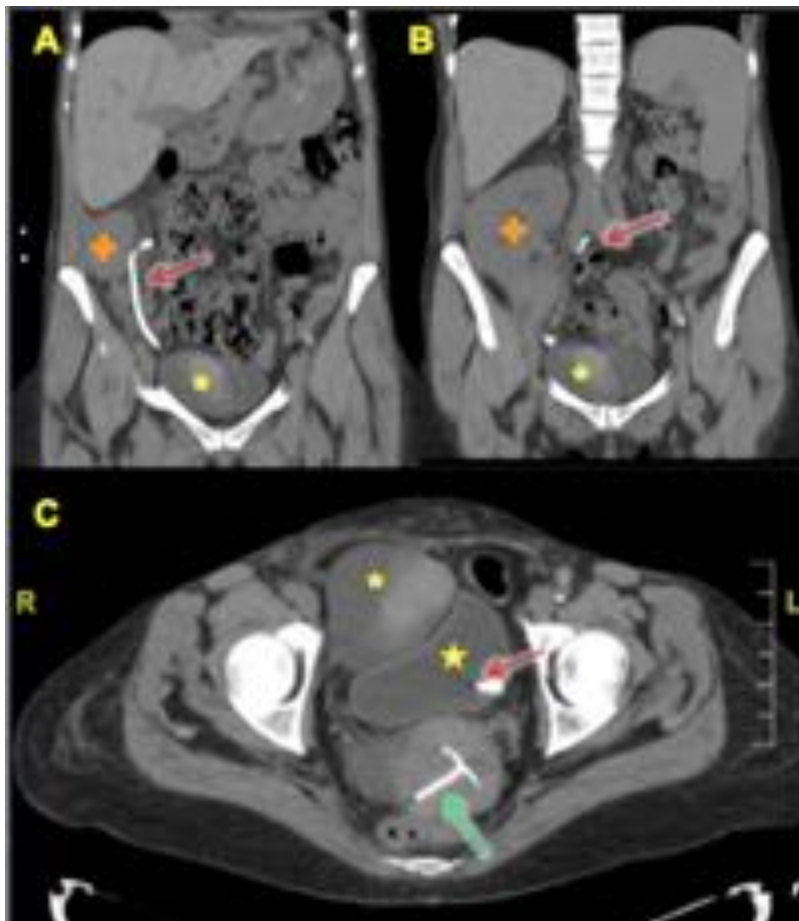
Cortes coronales (A y B) y axial (C) de TC abdomino-pélvico sin contraste endovenoso, donde se sobre vejiga (estrella amarilla) en la que se localiza el extremo distal del catéter doble J (flecha roja). Inje verde)
